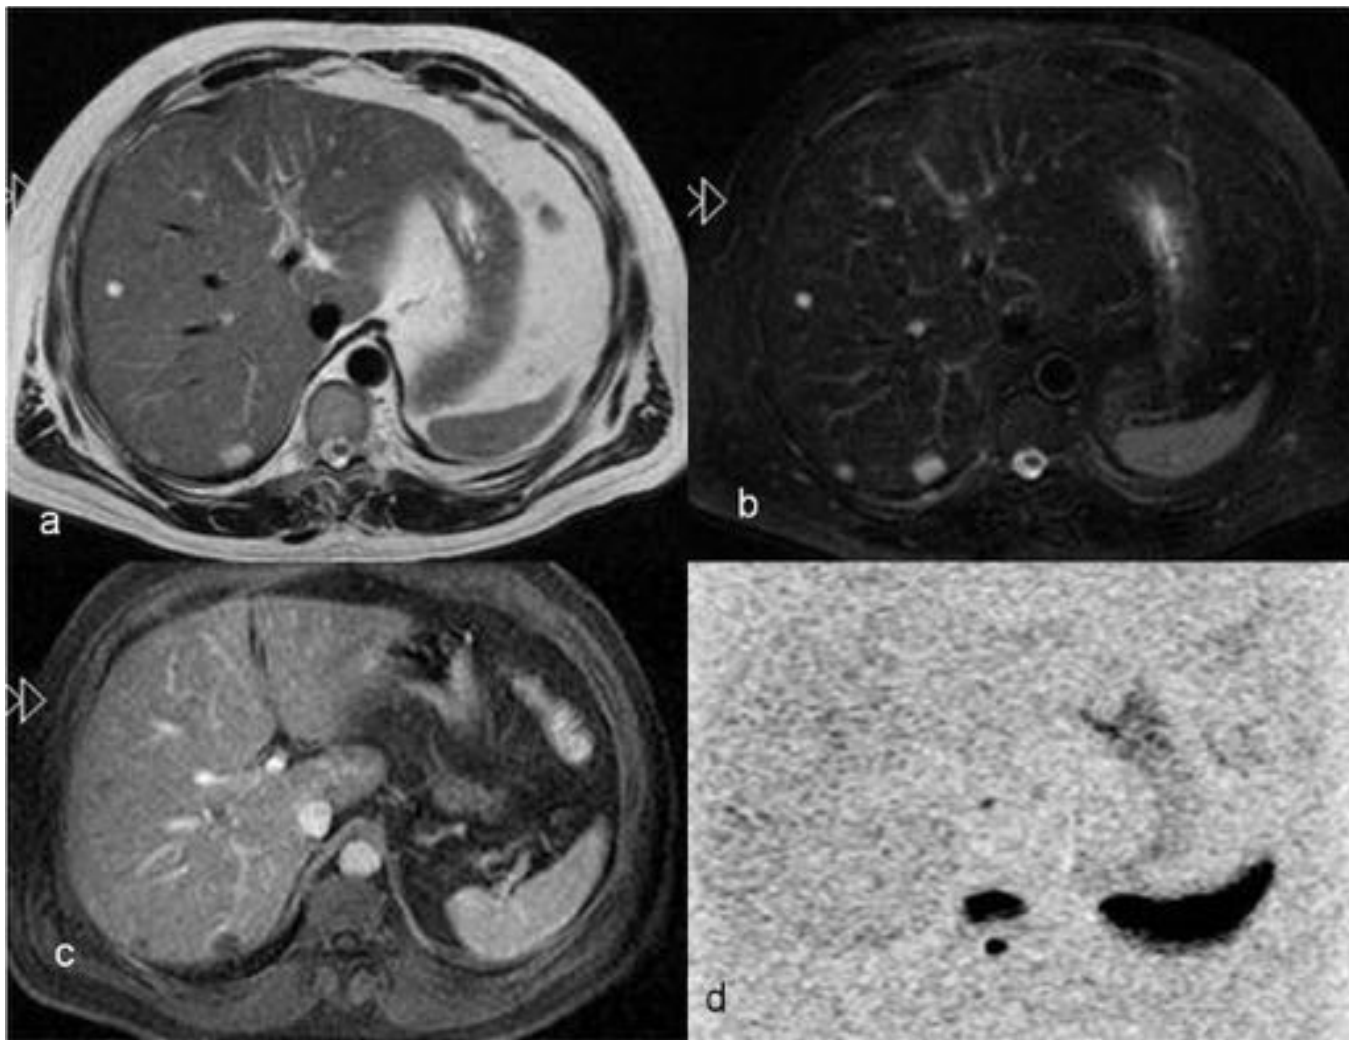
RM hepática con imágenes T2(a), T2FS (b) y LAVA postcontraste (c) con estudio de DWI (d) completamente negativo, con ausencia de lesiones que indican ausencia de actividad y es por tanto una respuesta parcial, por la ausencia de actividad, a pesar que las secuencias convencionales muestran todavía lesiones y los TCs disminución de las UH.
